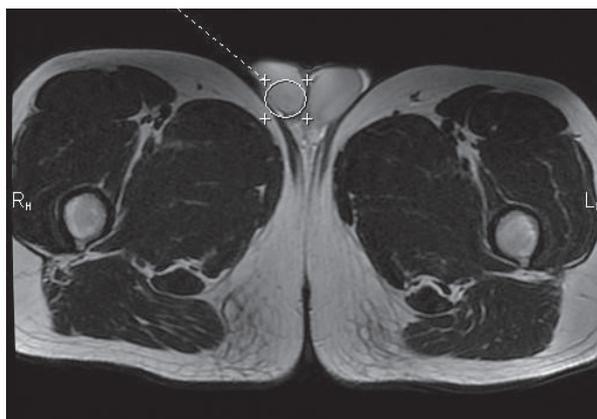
МРТ мошонки с в/в контрастированием (Гадовист 15 мл), пациент К. 30л.
